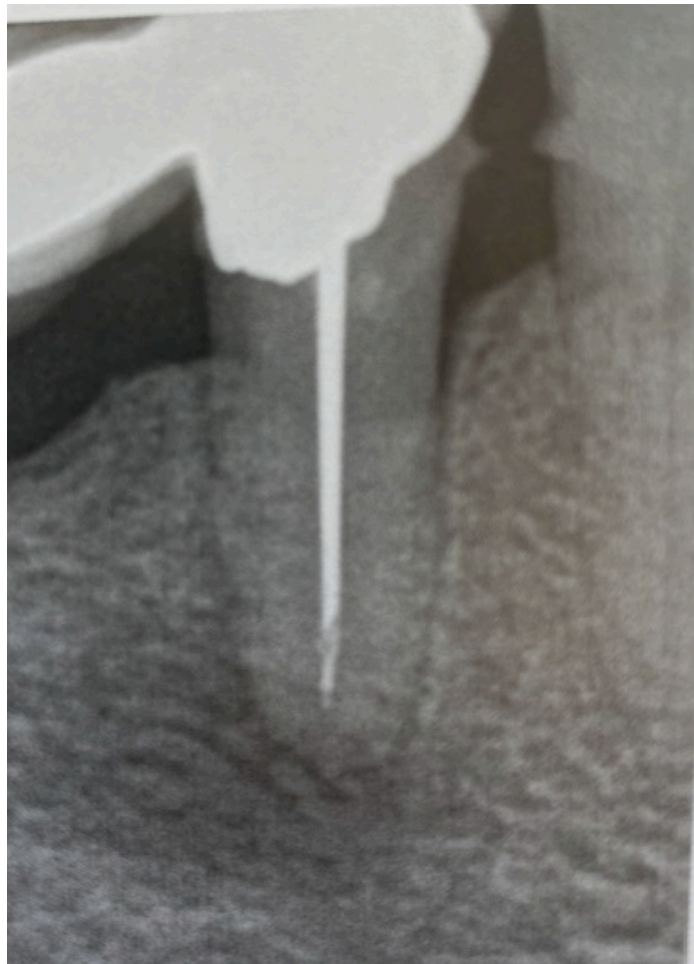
Radiographie rétro-alvéolaire d'une première prémolaire mandibulaire droite où le foramen mentonnier se superpose à la lésion [27].
